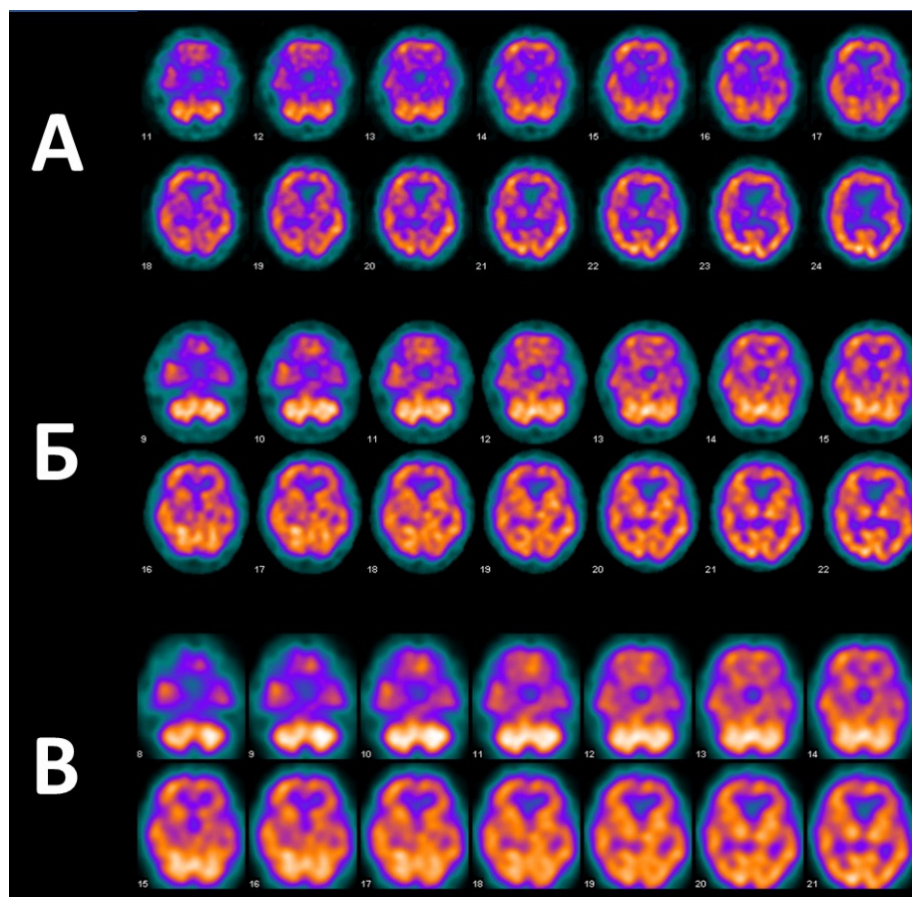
Перфузионная ОФЭКТ головного мозга, аксиальные срезы. Мужчина, 67 лет, ЛКН. Срезы линии А выполнены без коррекции ослабления, срезы линии Б - с коррекцией ослабления по методу Chang, срезы линии В - с коррекцией ослабления по данным совмещённого низкодозового исследования.
